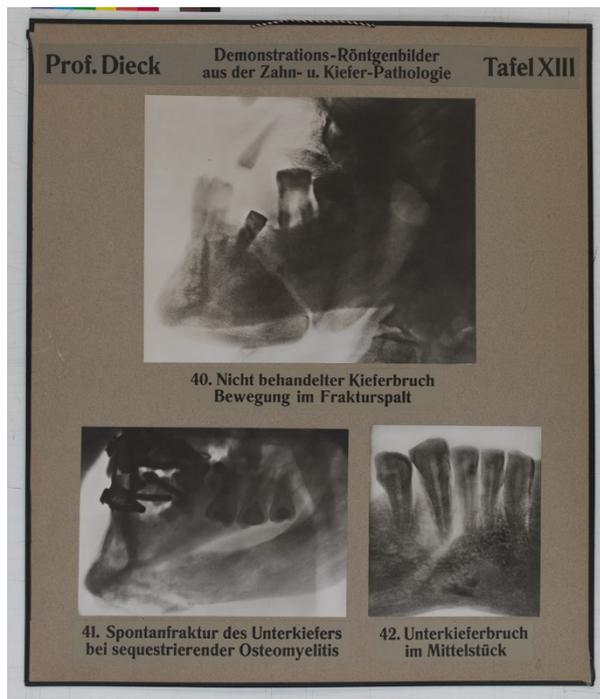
Röntgentafel LT 70¹
